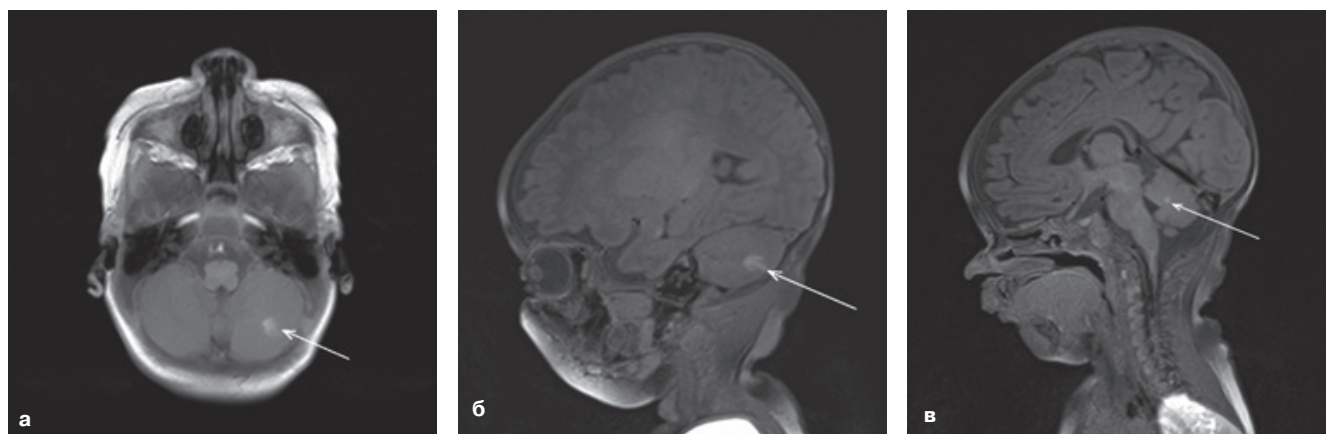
а–в. Тот же пациент, МРТ whole-body
